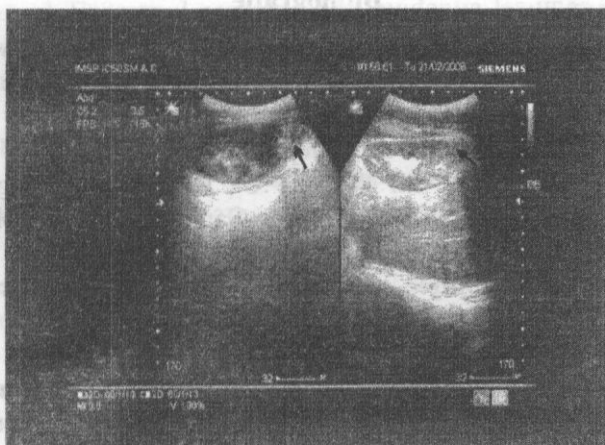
Ecografia căilor urinare. Pieloanele renale inferioare restante – cu funcție satisfăcătoare.
